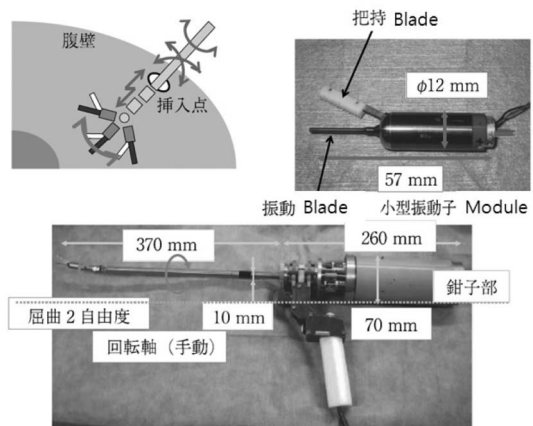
굴곡(屈曲) 2 자유도-회전 3 자유도를 갖는 초음파응고절개 메스
